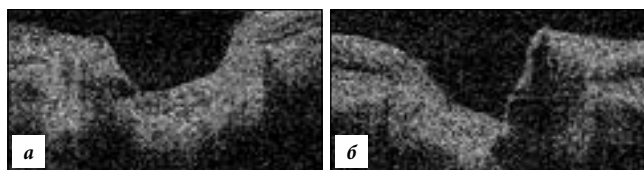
Оптическая когерентная томография зрительного нерва:
